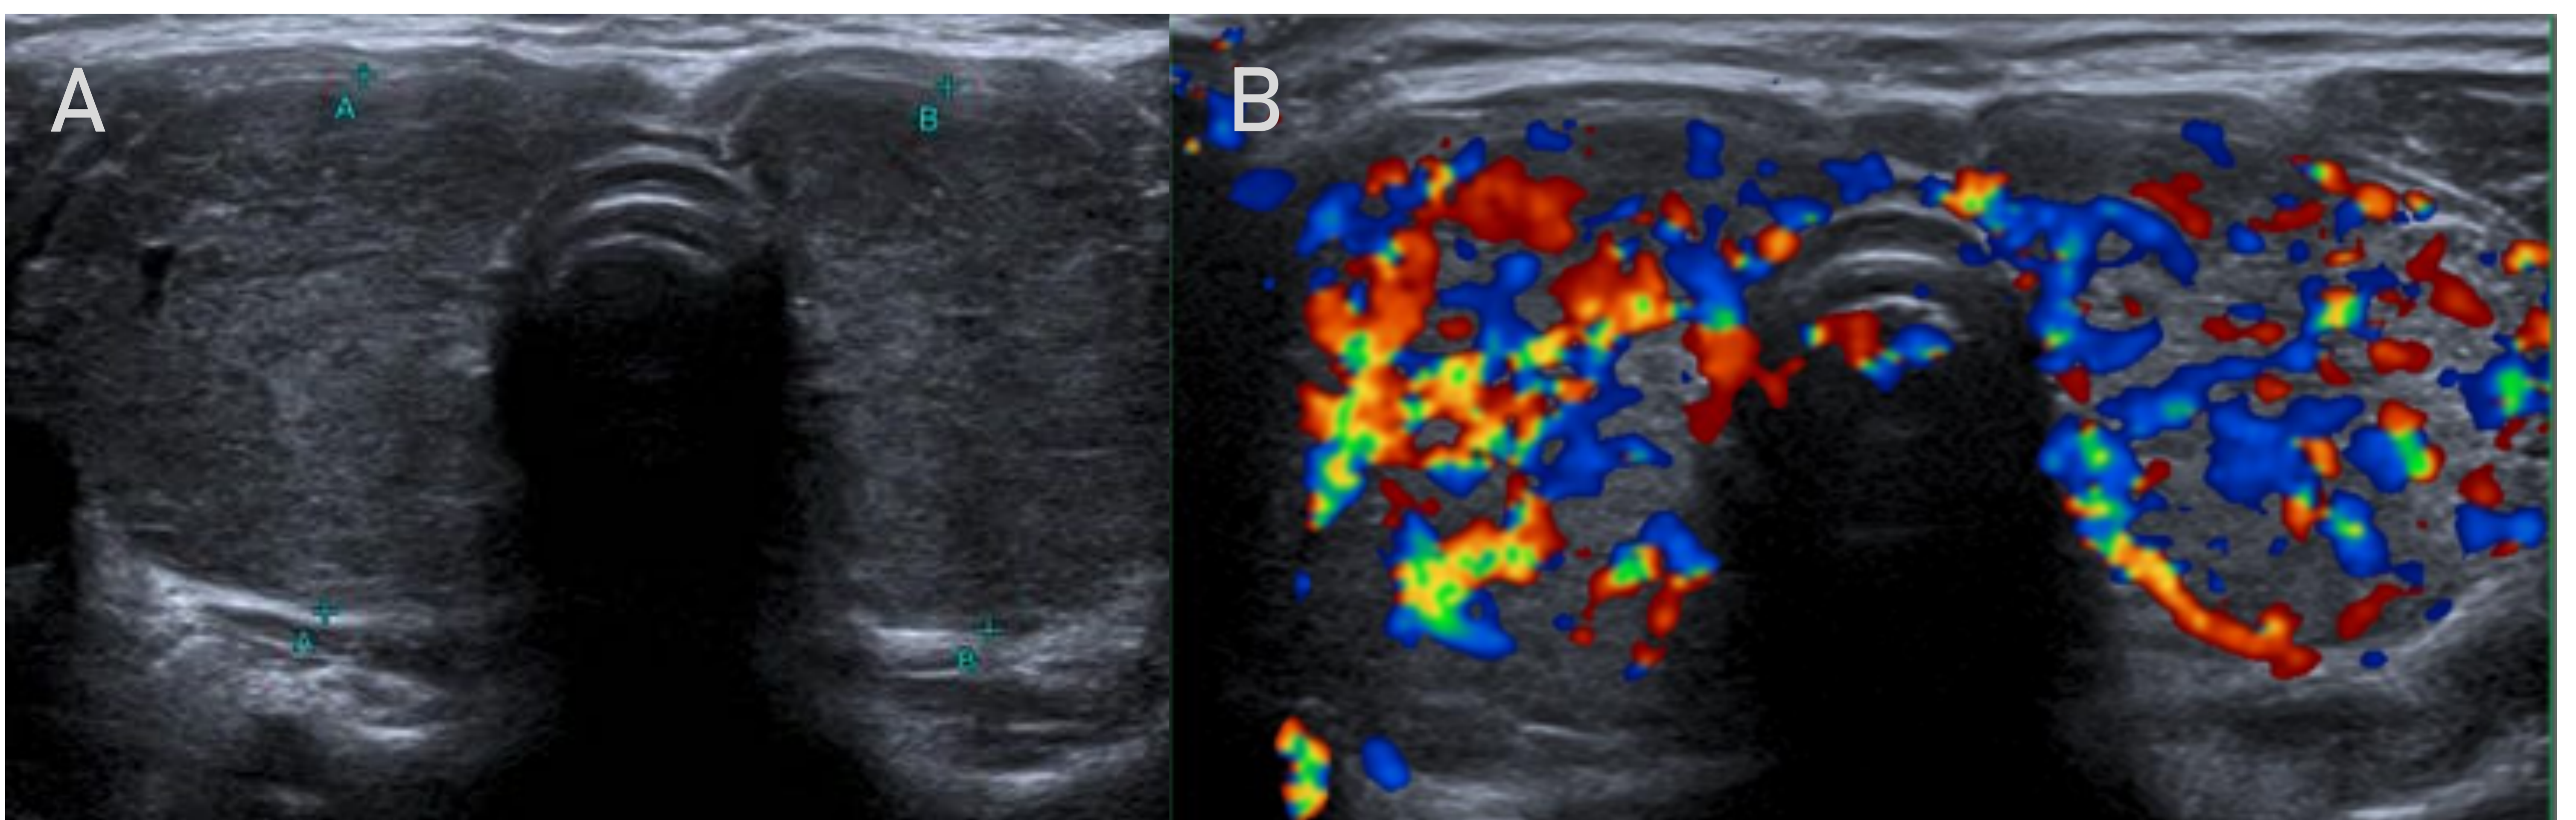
Enfermedad de Graves Basedow. (A) Tiroides aumentado de tamaño, de contornos convexos y ecoestructura heterogénea de forma difusa, sin identificar nódulos. (B) Doppler color donde se observa un aumento muy significativo de la vascularización ("infierno tiroideo").
